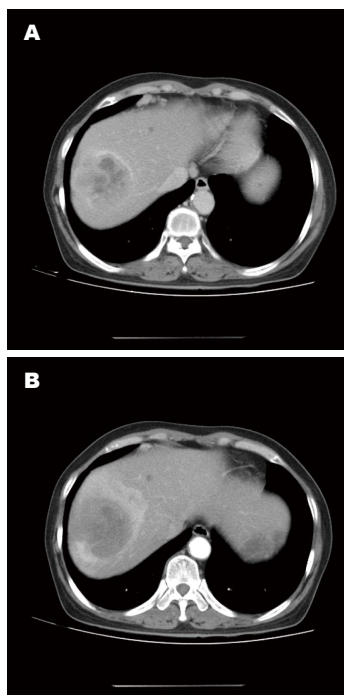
影像学资料。A: 肝脏CT平扫; B: 肝脏增强扫描。肝右叶团块影似见厚壁, 增强后呈明显强化, 病变上部边界清晰, 后部边界模糊, 呈明显不均匀强化, 病变内可见斑片状低密度区, 增强后未见明显强化。
